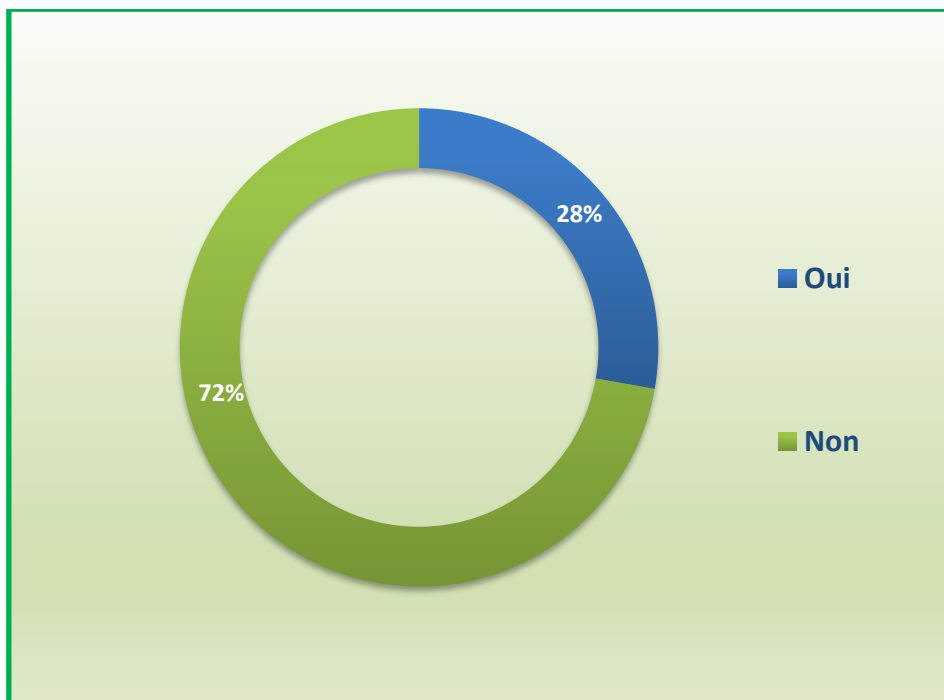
Le pourcentage de patients ayant réalisés une radiographie standard.
